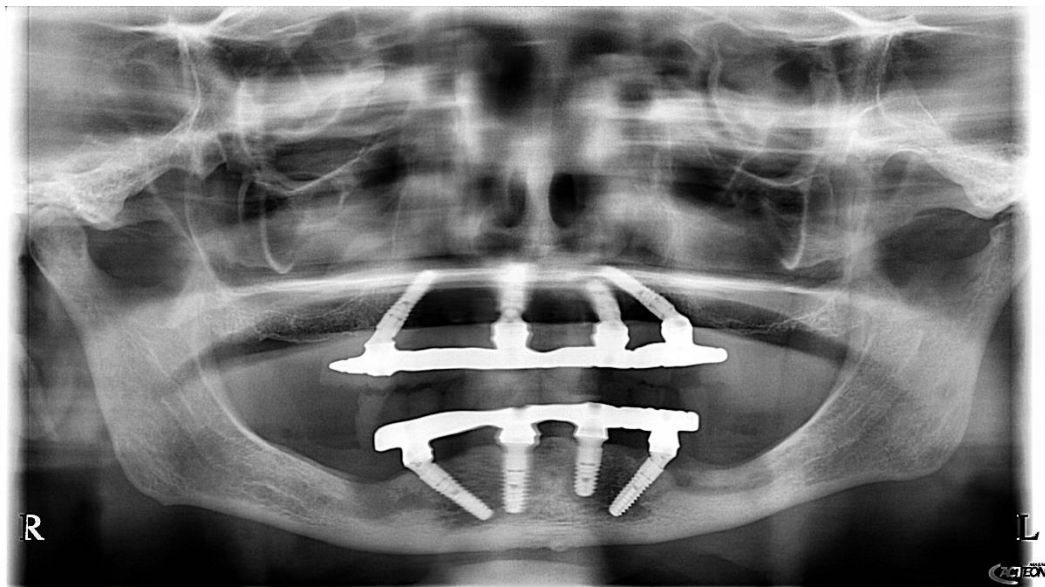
Radiografia panoramică la etapa fixării protezei pentru verificarea conexiunii etanșe a pieselor protetice.
